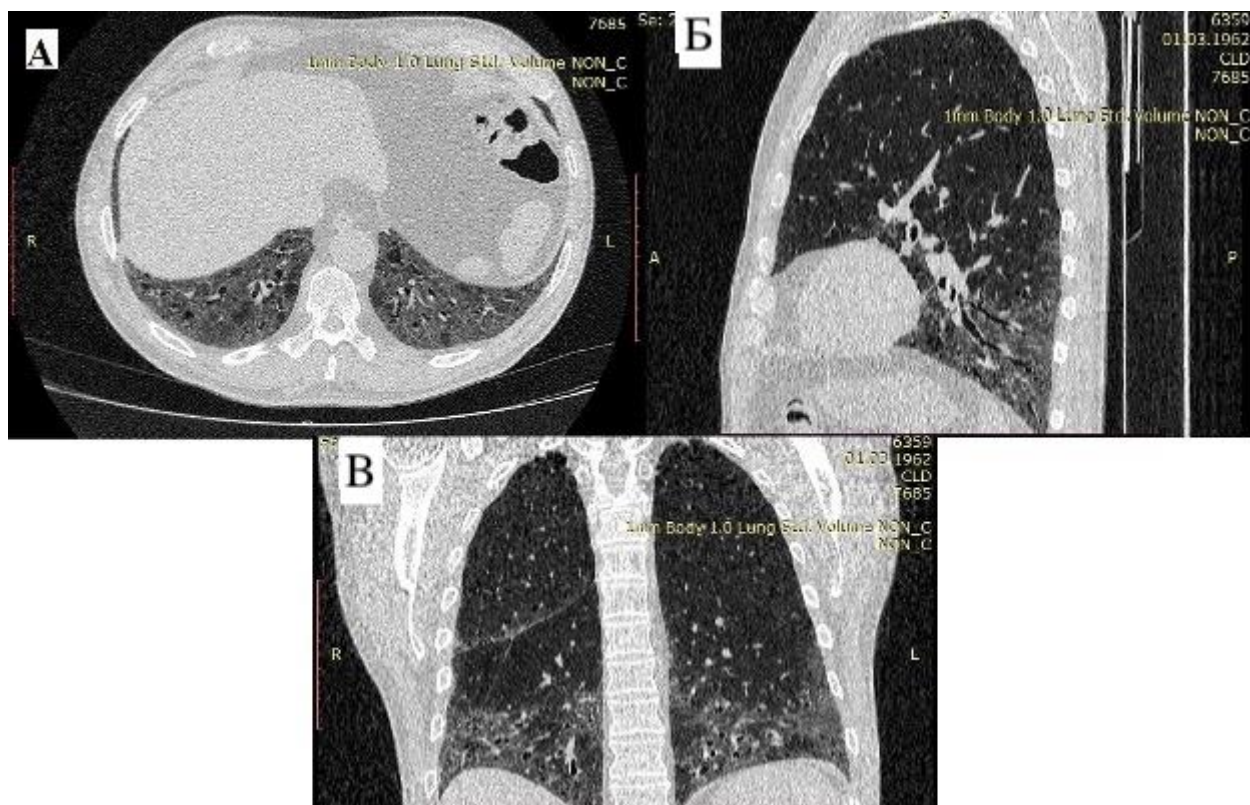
КТ-картина при идиопатическом легочном фиброзе (обычная интерстициальная пневмония). А – аксиальный срез, Б – сагиттальный срез, В – фронтальный срез, собственные данные автора
